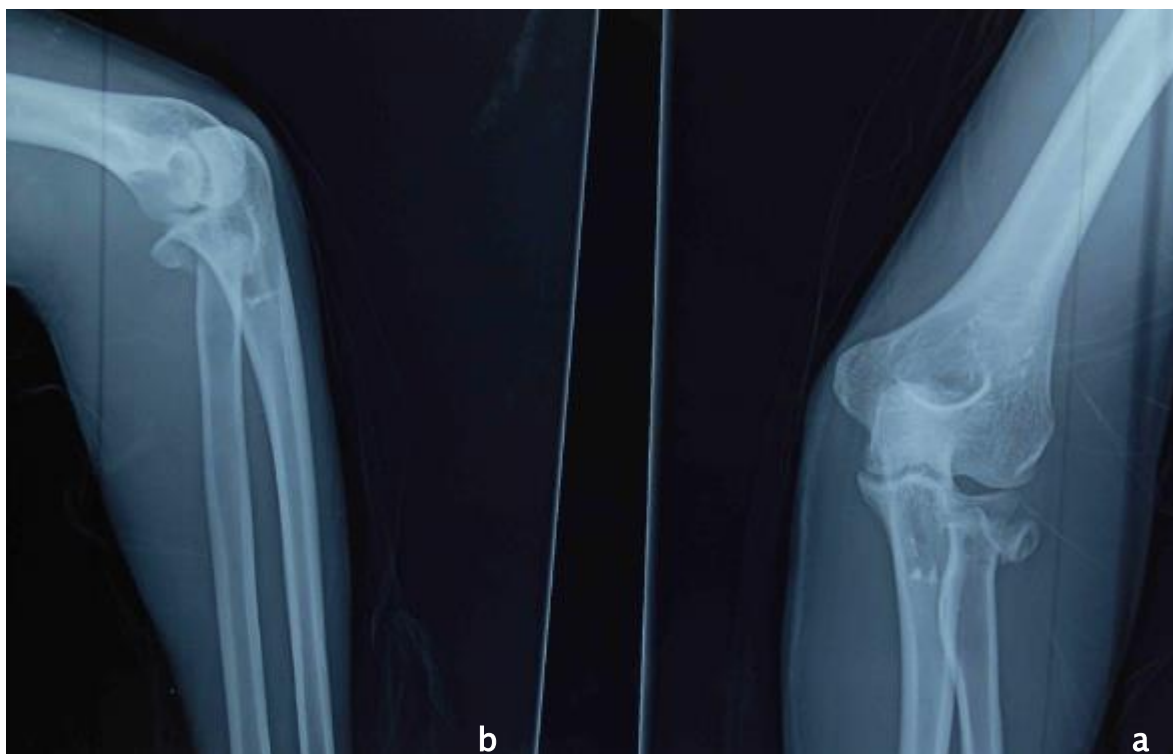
Radiographie standard de face (a) et de profil (b) montrant une fracture type III de Mason.
